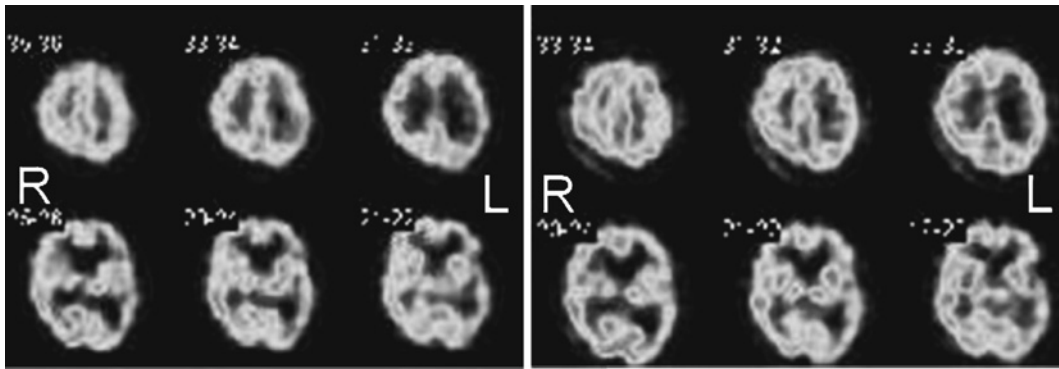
^{99m}Tc-ECD SPECT image (e-ZIS) before (left) and after treatment (right). Note the improvement of the cerebral blood flow in the left front-temporal lobe.
